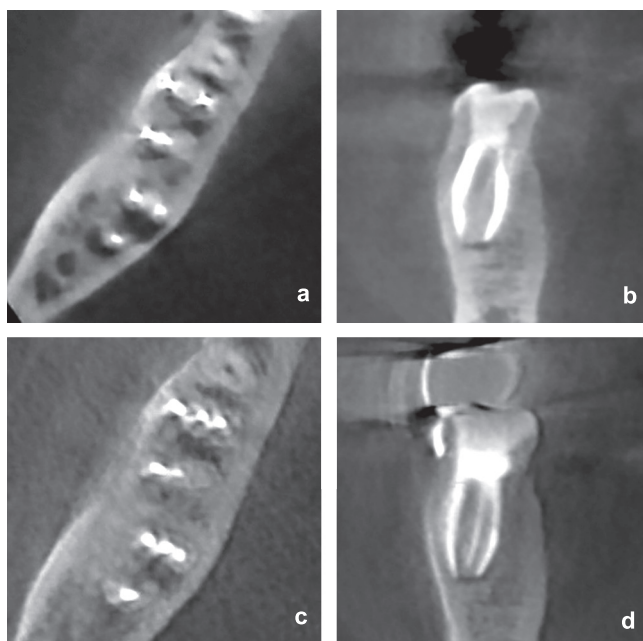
Рентгенографические срезы диагностической КЛКТ в аксиальной (а) и фронтальной (б) проекциях: в медиальном корне зуба 46 – определяется большое расстояние между obturированными язычным и щечным медиальными каналами. На рентгенографических срезах КЛКТ после эндодонтической ревизии (повторного эндодонтического лечения) в аксиальной (с) и фронтальной (д) проекциях: в медиальном корне 46 зуба определяется обнаруженный третий медиальный канал, расположенный между язычным и щечным медиальными каналами.
